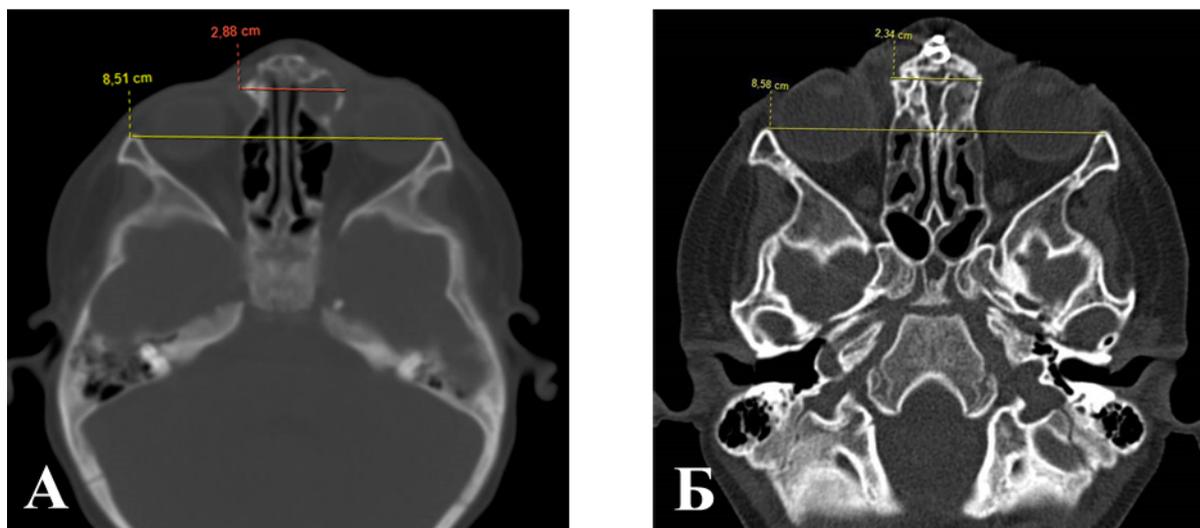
Изображение КТ черепа пациента с фронто-орбитальной черепно-мозговой грыжей. А – на аксиальном срезе КТ до операции обозначены: переднее межорбитальное и латеральное межорбитальное расстояния; Б – тот же пациент через 1 год после оперативного вмешательства, линиями обозначены размеры по тем же анатомическим ориентирам
